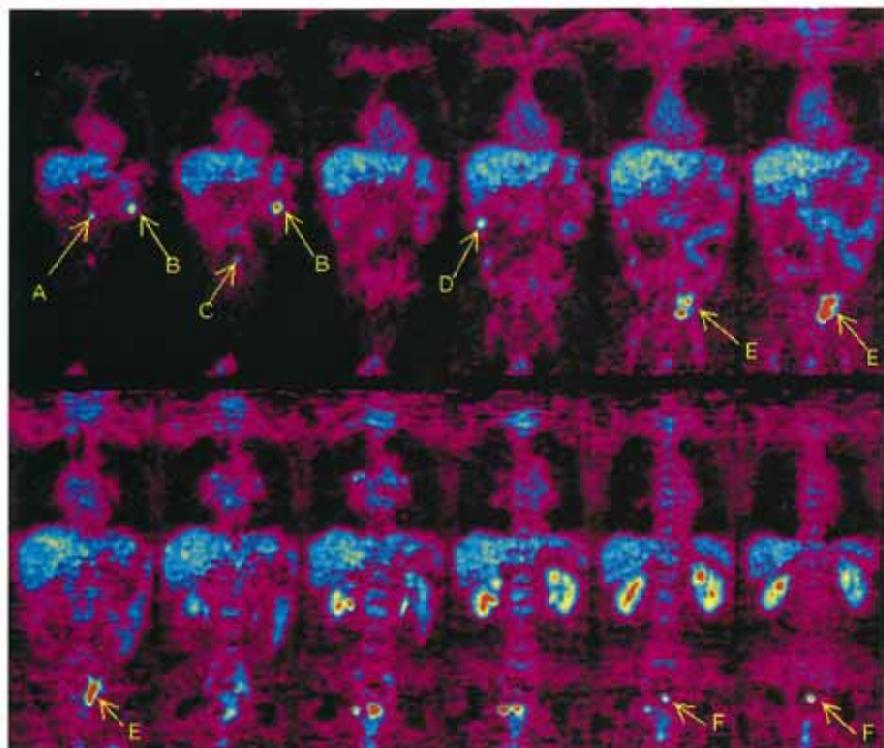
横行結腸癌術後 2 年で CEA が上昇、CT/MRI 等では異常を指摘できなかった。全身 PET の冠状断層像では腹腔内に多数の高集積を認めた。腹膜播種が疑われた。その後イレウスを生じて開腹術が行われ、診断が確定した。
